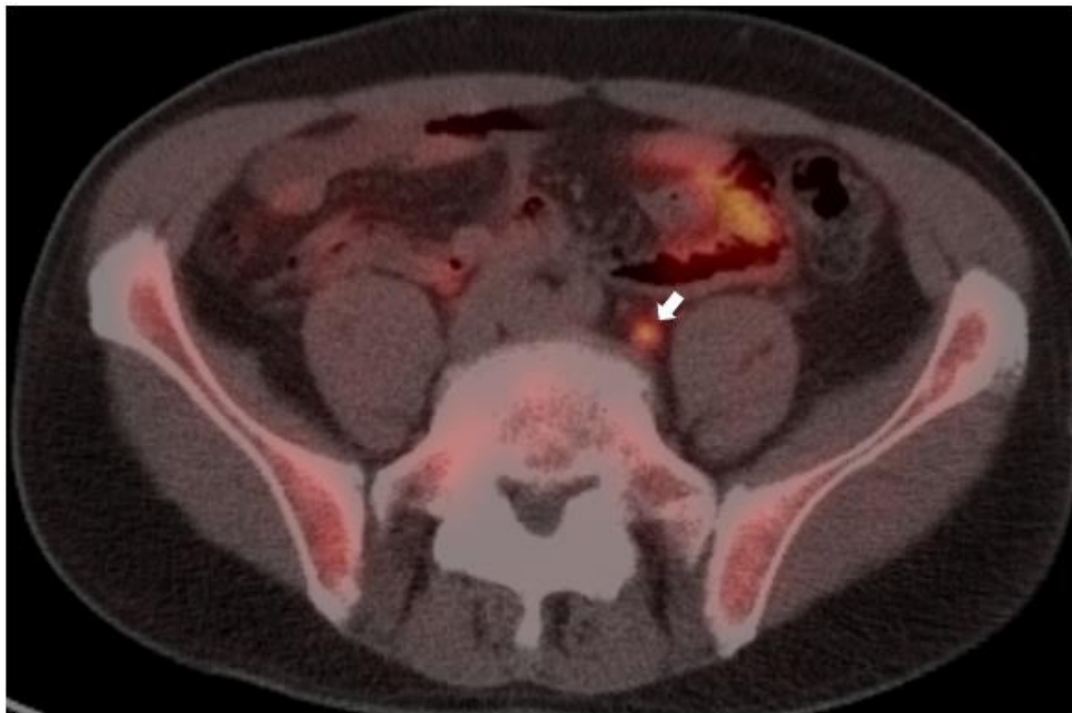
PET-TAC con 18F-colina, corte axial a nivel pélvico con adenopatías hipermetabólicas retroperitoneales sugerentes de malignidad (flecha).
